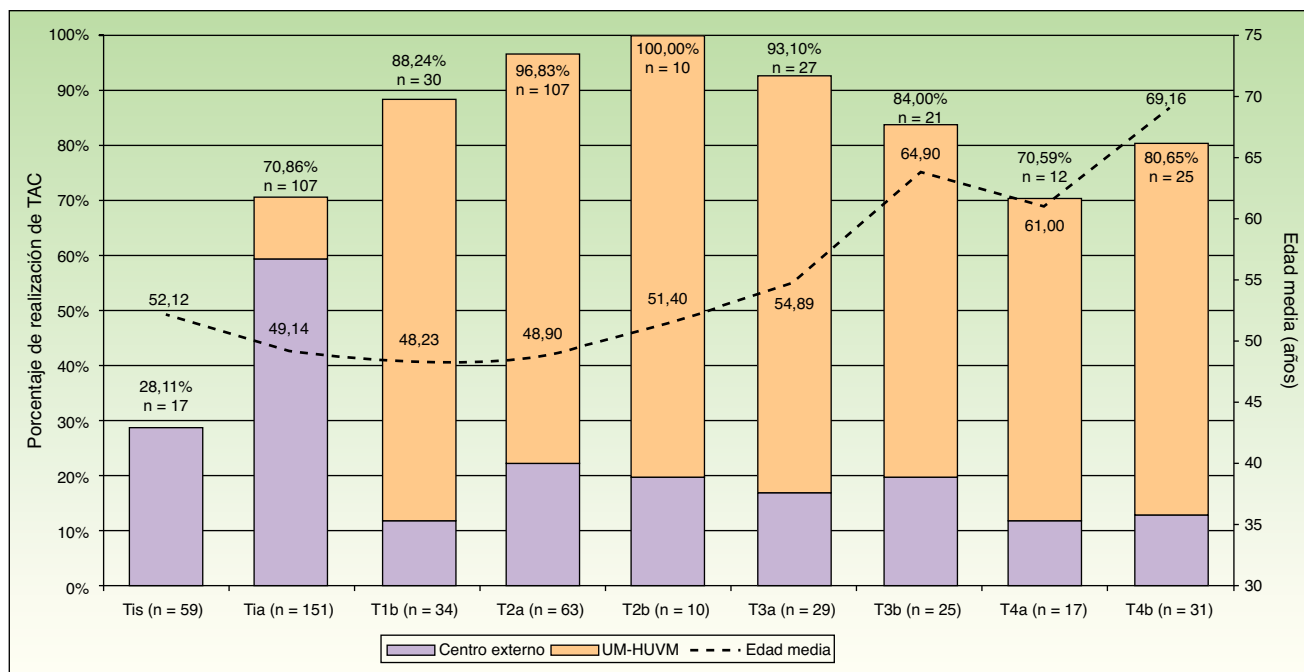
Frecuencia de realización de TC en la estadificación basal en cada grupo de estadio tumoral (Tis-T4b). Los porcentajes del histograma se corresponden con la frecuencia de realización de TC y la *n* con el número de TC realizados. La línea describe la evolución de la edad media de los pacientes del estudio a medida que progresa el estadio tumoral inicial. Las edades medias más elevadas coinciden con una frecuencia decreciente en la realización de TC. Tis, melanoma in situ.
